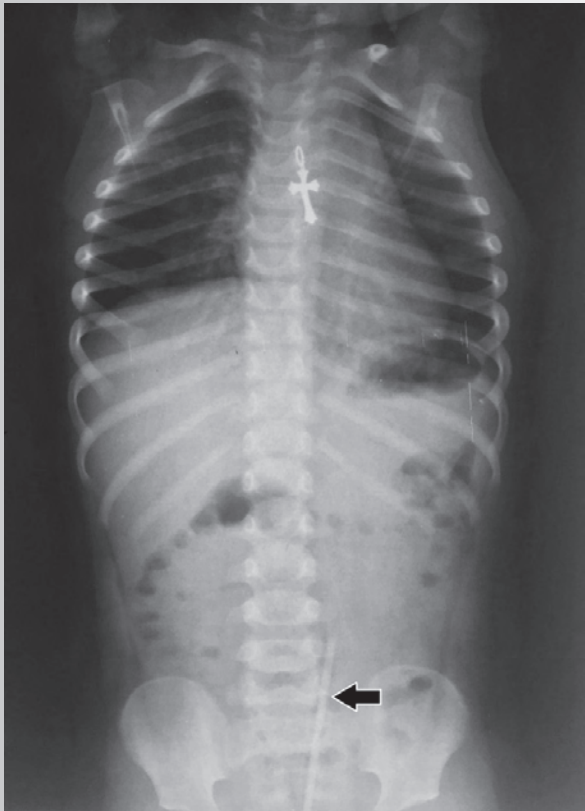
Обзорная рентгенограмма органов грудной и брюшной полости (тень инородного тела указана стрелкой)
